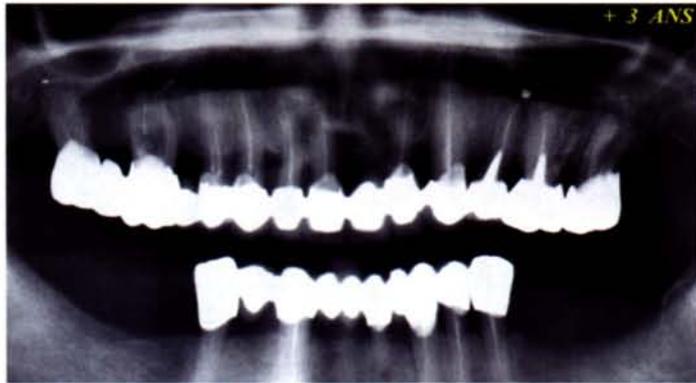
Vérification radiographique à 3 ans postopératoires
